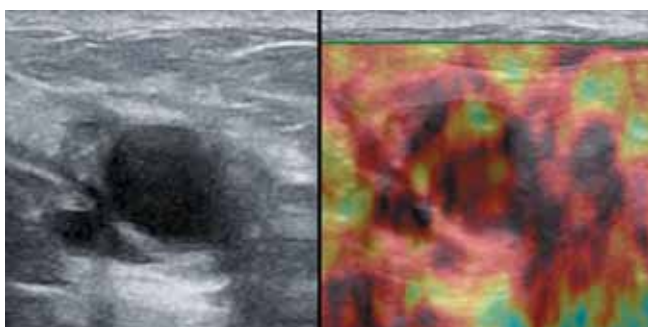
Пациентка Н., 37 лет. Протоковая киста с густым содержимым. УЗИ МЖ в В-режиме и качественная эластография. Эластограмма соответствует 5-му типу по Ueno
